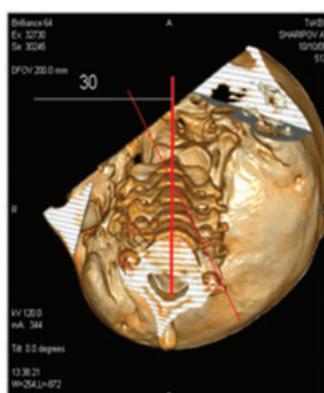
МСКТ: смещение оси позвоночника в зоне травмы на 30 градусов.
